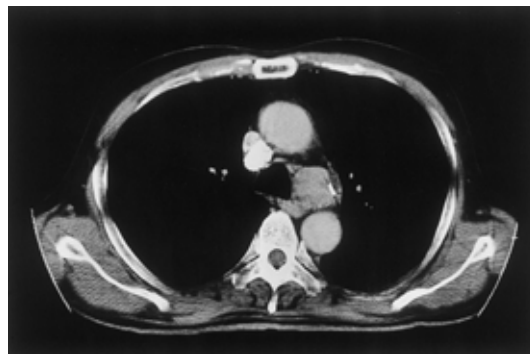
Chest CT film obtained on admission, showing enlargement of the left tracheobronchial lymph node.
